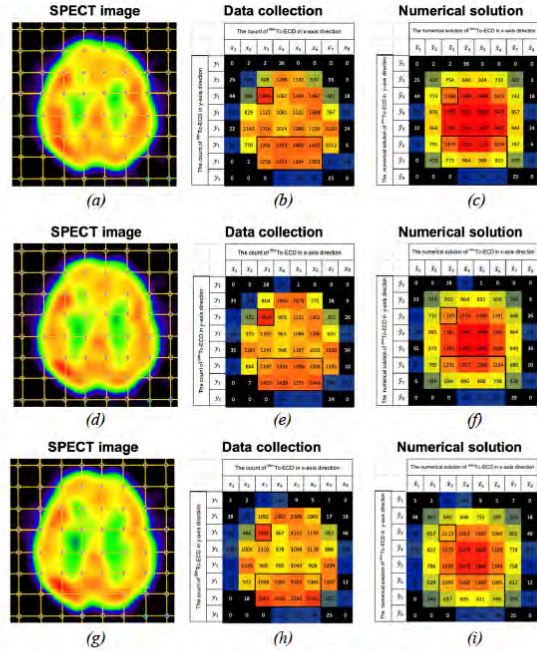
Result of  $^{99m}\text{Tc}$ -ECD SPECT image and the numerical solution. (a) show 1<sup>st</sup> of SPECT image, (b) show the count of  $^{99m}\text{Tc}$ -ECD at grid point from 1<sup>st</sup> of SPECT image and show the interested area to compare with Fig.3 (c) that show
